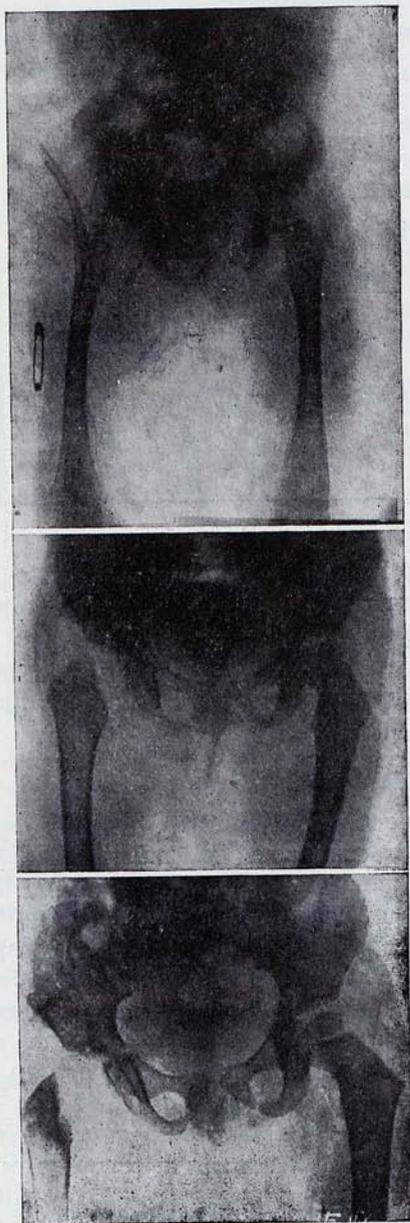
A. Radiografía practicada al mes de iniciado el cuadro de artritis osteomielítica de cadera y a los cuatro días de una amplia intervención de drenaje. Luxación precoz de la cadera. B. Radiografía a los cinco meses de la intervención. Destrucción del núcleo epifisario. C. Radiografía a los ocho meses de la intervención. Obsérvese la terminación en punta afilada del cuello femoral.
